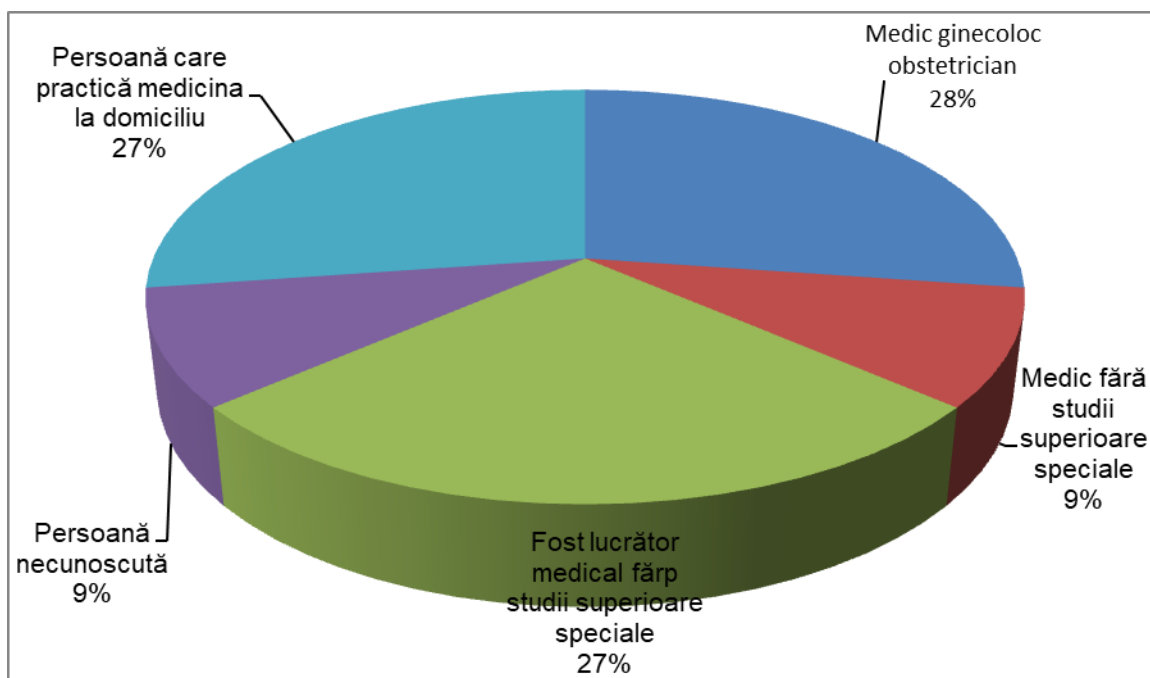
Persoane care au comis infracțiunea de provocare ilegală a avortului în RM în perioada anilor 2007-2017 [93]
